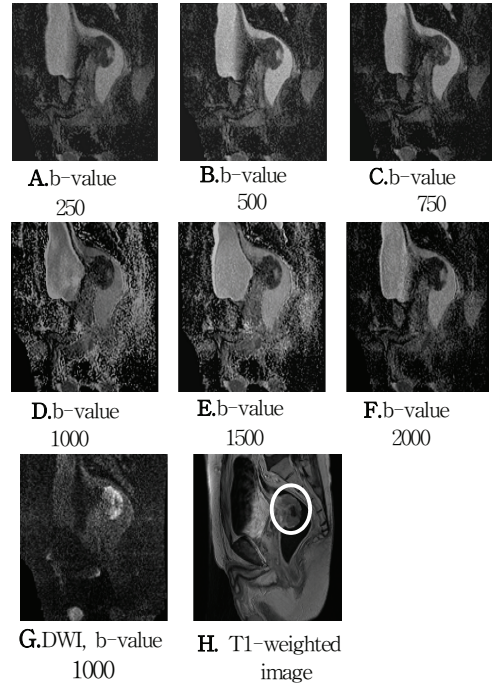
A, B, C, D, E, F. Sagittal ADC: The lesion seen on figures and definitely visualized on this image(circle), G, H. DWI and axial FSE T1- weighted image shown on figures.
